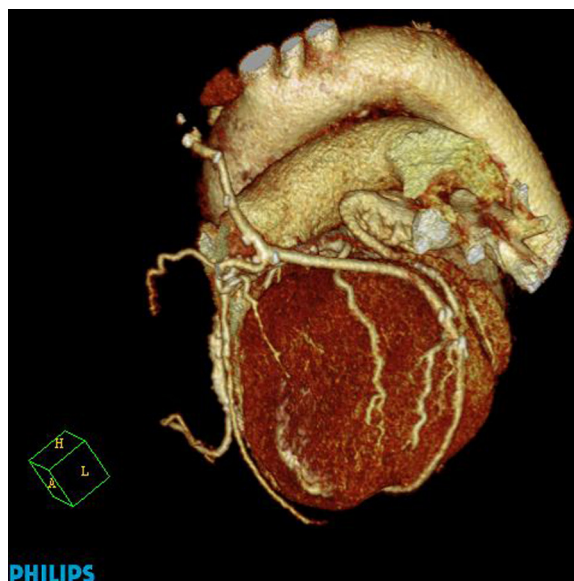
Imagen de angio-TAC coronaria. Se visualiza injerto de arteria mamaria izquierda a descendente anterior e injerto secuencial de radial en «T» a oblicua marginal y descendente posterior.
